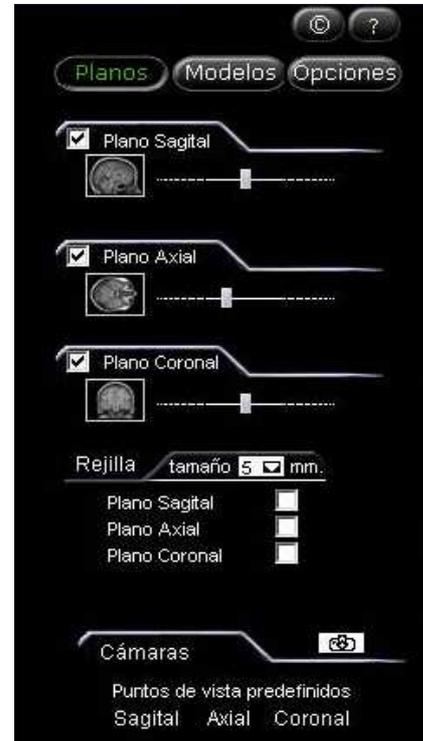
Panorámica general del interfaz de usuario y detalle del menú de opciones, donde se visualizan, mediante pequeños iconos de Resonancia Magnética, los distintos planos de sección que se pueden practicar, con barra de desplazamiento para la selección del corte requerido.
